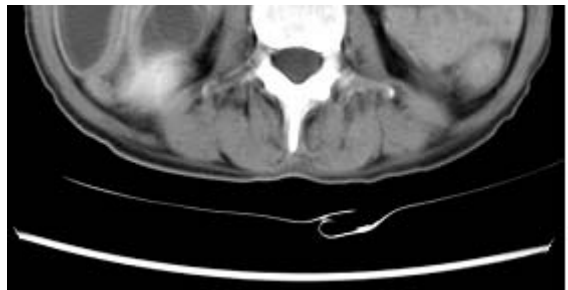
Abdominal CT scan. The picture shows small bowel wall thickening with enhancement and stricture.
